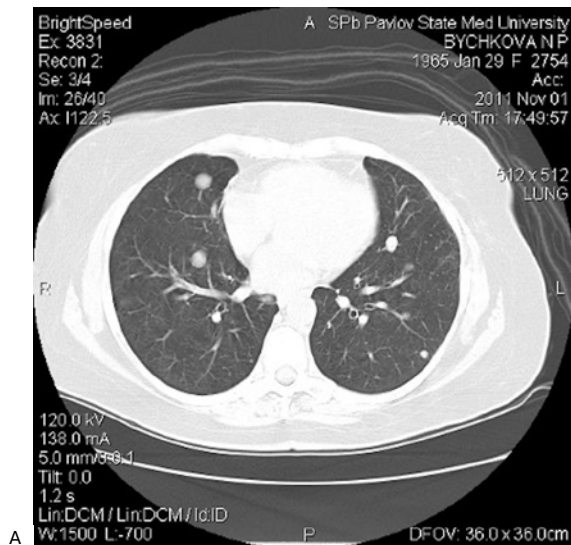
Компьютерная томография органов грудной клетки (а, б). Множественные новообразования обоих легких до 30 мм в диаметре
